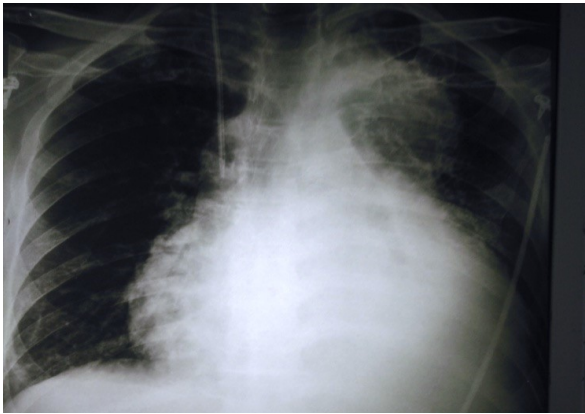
Radiographie pulmonaire montrant un élargissement du médiastin supérieur avec cardiomégalie.
